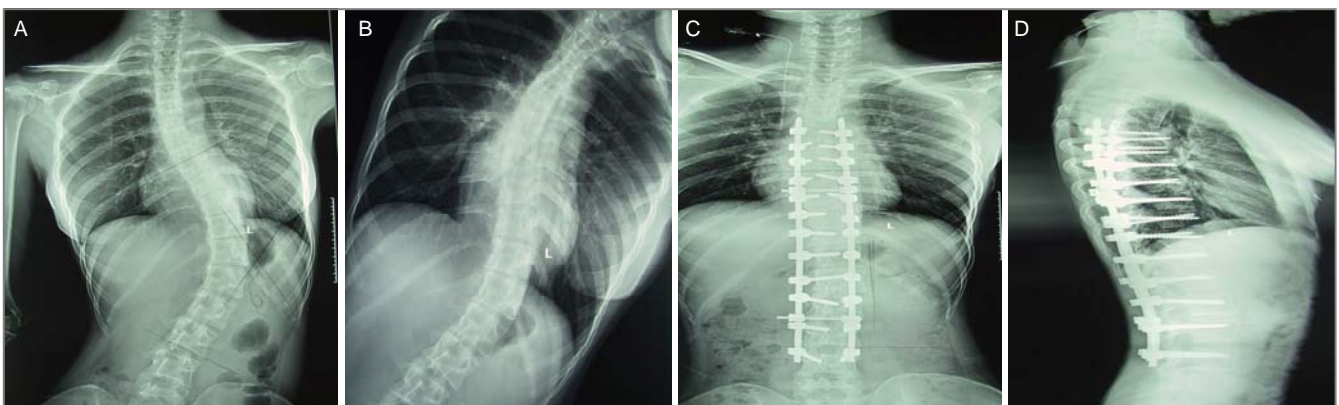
女性24岁患者胸腰弯经后路钉棒内固定置入矫正前后X射线平片观察
